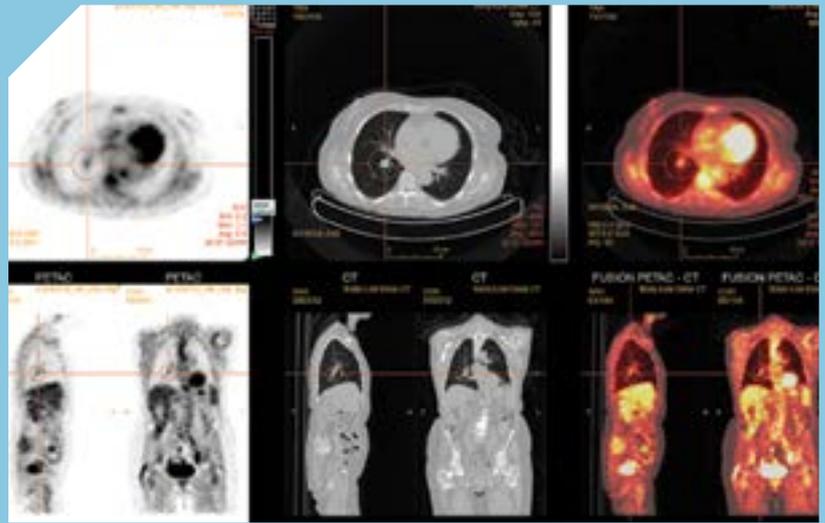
Image de fusion entre une TEP et un TDM
